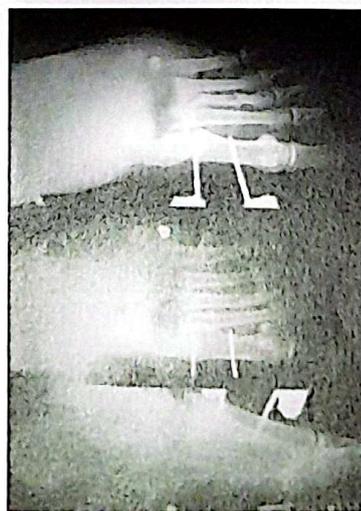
Radiografías después de colocar el fijador externo
